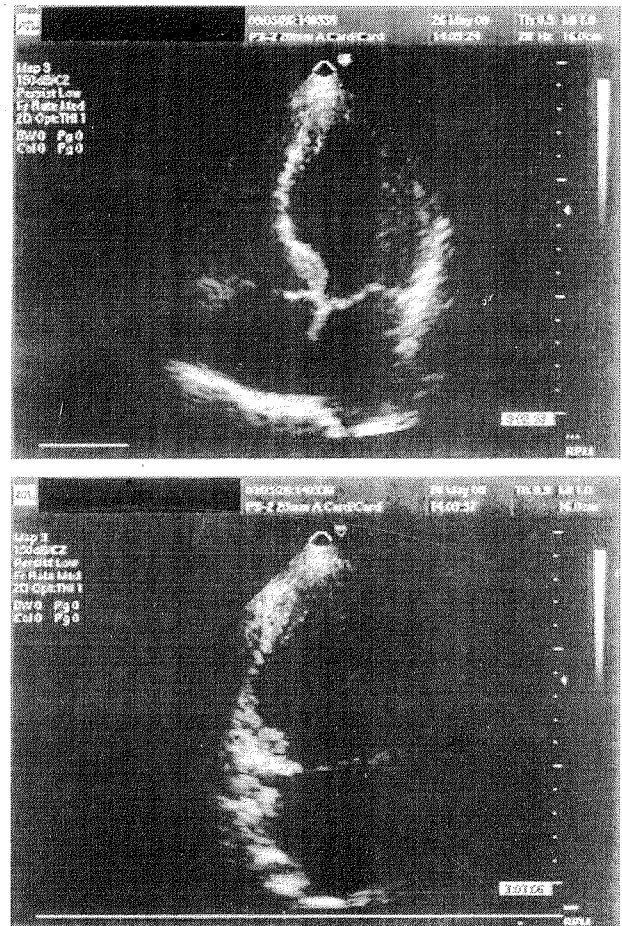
Ecocardiograma bidimensional. Vistas apicales en sístole. *Superior*: Cuatro cámaras. Adelgazamiento, fibrosis y expansión parietal correspondiente a aneurisma septal posteromedial. *Inferior*: Dos cámaras. Adelgazamiento y expansión parietal correspondiente a aneurisma inferomedial.
